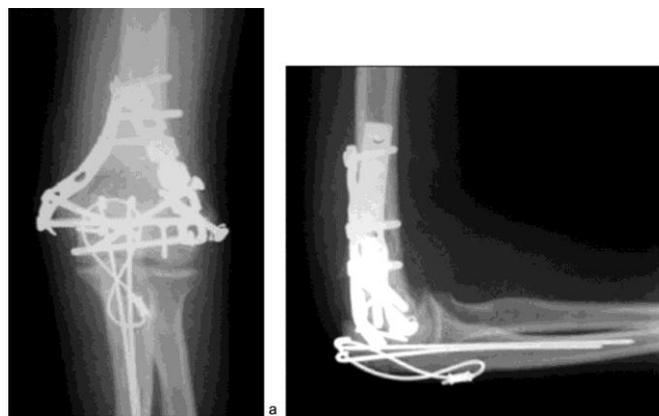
Рентгенограммы больной О.Я., 59 лет, после операции остеосинтеза: а – прямая проекция и б – боковая проекция
